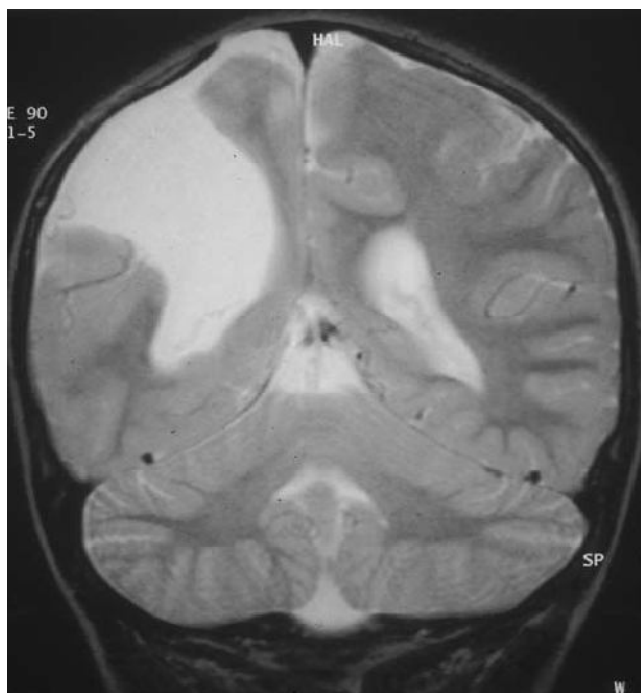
Imagerie par résonance magnétique (IRM) montrant une fente schizencéphalique chez un enfant porteur d'hémiplégie cérébrale infantile. [35]
